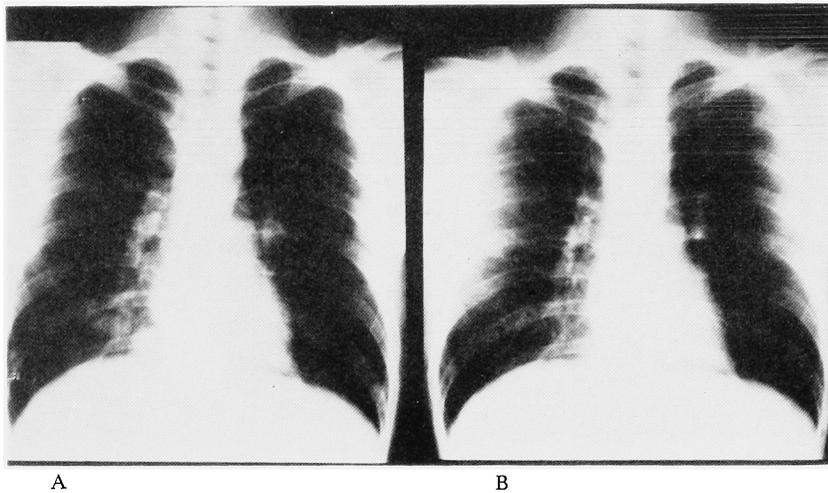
Chest X-ray of case 1 A: Chest X-ray before treatment reveals multiple pulmonary metastases. B: Chest X-ray after P-VM-26 therapy reveals no evidence of disease.
